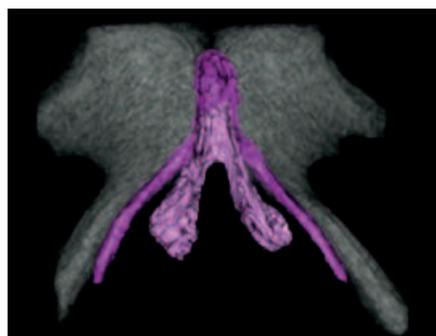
Ricostruzione tridimensionale di immagine alla RM di clitoride in donna con MGF tipo I (crura e bulbi intatti). J Sex Med 2016;13:226e237 www.jsm.jsexmed.org
